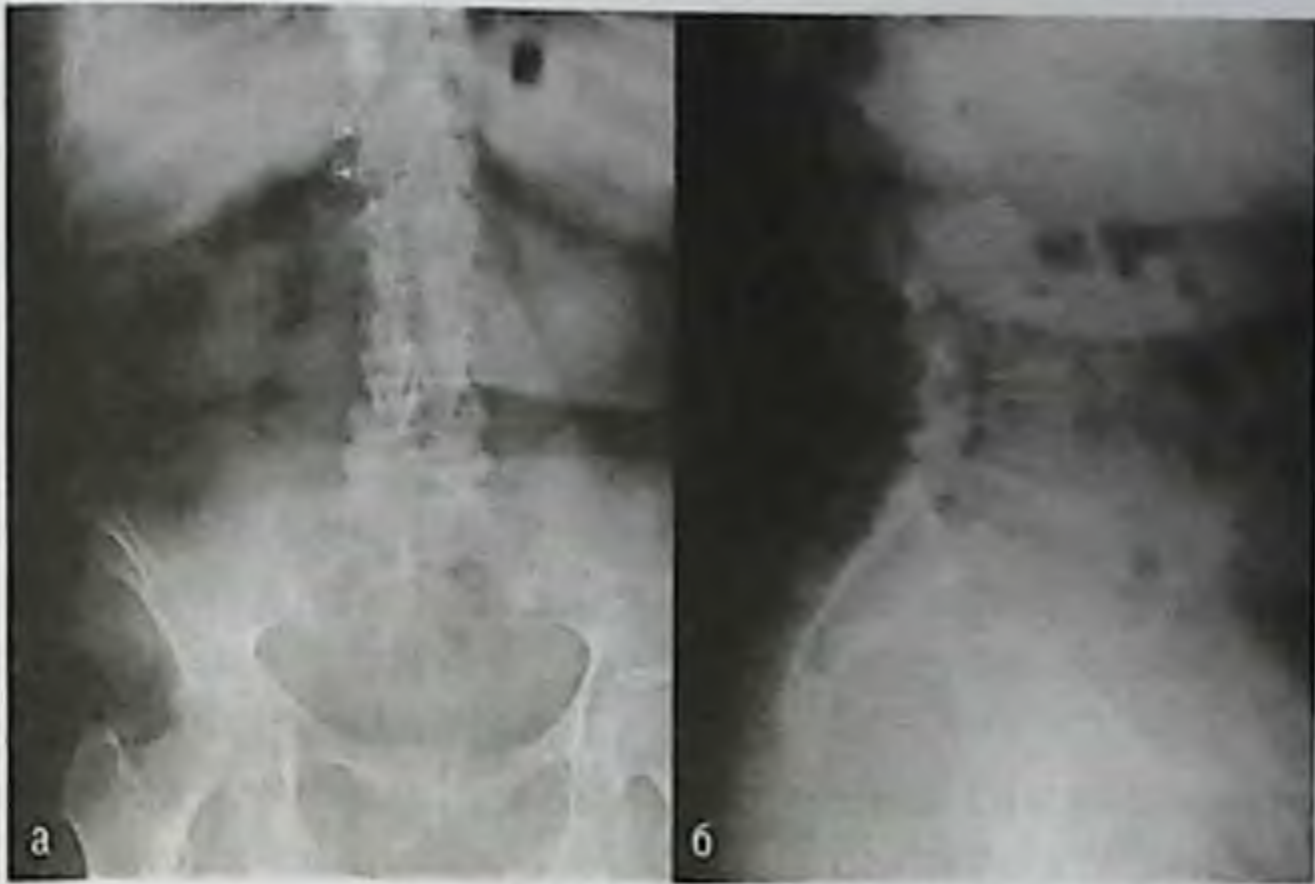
Рентгенограмма больной поясничным остеохондрозом: а — прямая проекция; б — боковая проекция
